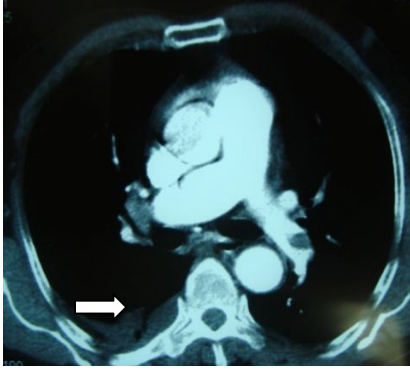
Aynı hastaya ait BT mediasten çerçeve ve MR görüntüde enfarkt
